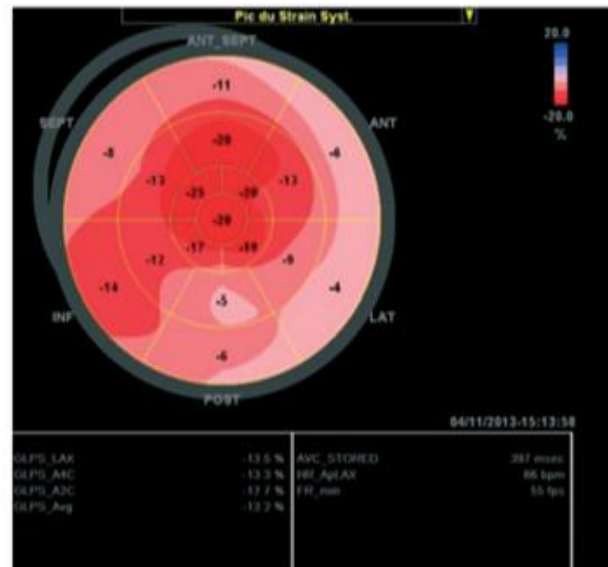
Échographie transthoracique, *speckle tracking* : étude de la déformation longitudinale chez une patiente présentant une amylose, représentation sous forme de *bull's eye*.
